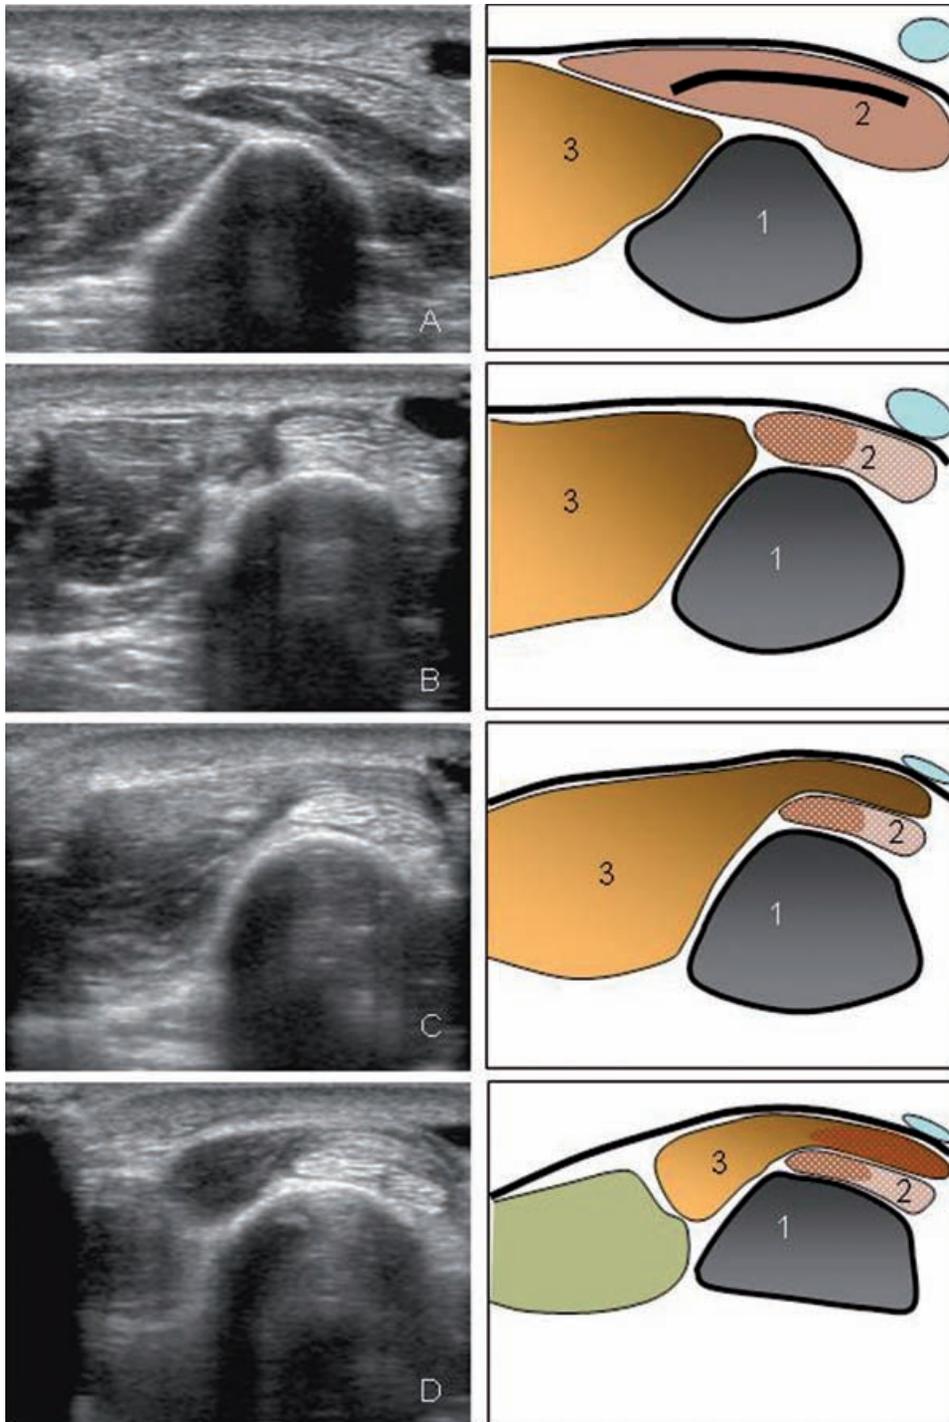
a, b, c et d : Aspect échographique normal en coupes axiales étagées du tiers moyen (a) et du tiers distal de l'avant-bras droit (b, c et d). 1) radius, 2) jonction myo -tendineuse puis tendons du long et du court extenseur radial du carpe (2^e compartiment), 3) muscles puis jonction myo-tendineuse du long abducteur et du court extenseur du pouce (1^{er} compartiment).
